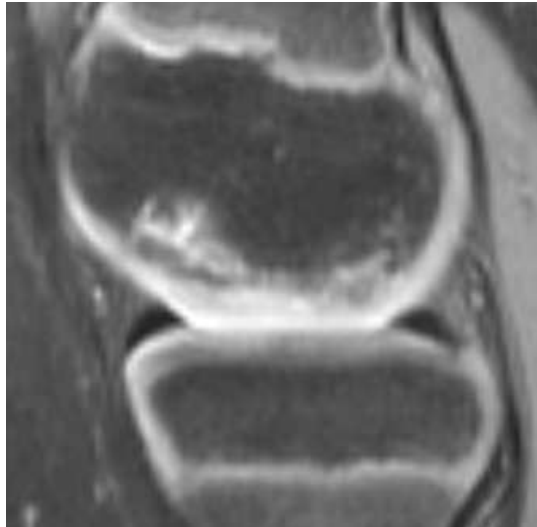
Рисунок №76. МРТ коленного сустава пациентки И. в сагиттальной проекции, T2 FatSat режим – через 1 год с момента операции.
